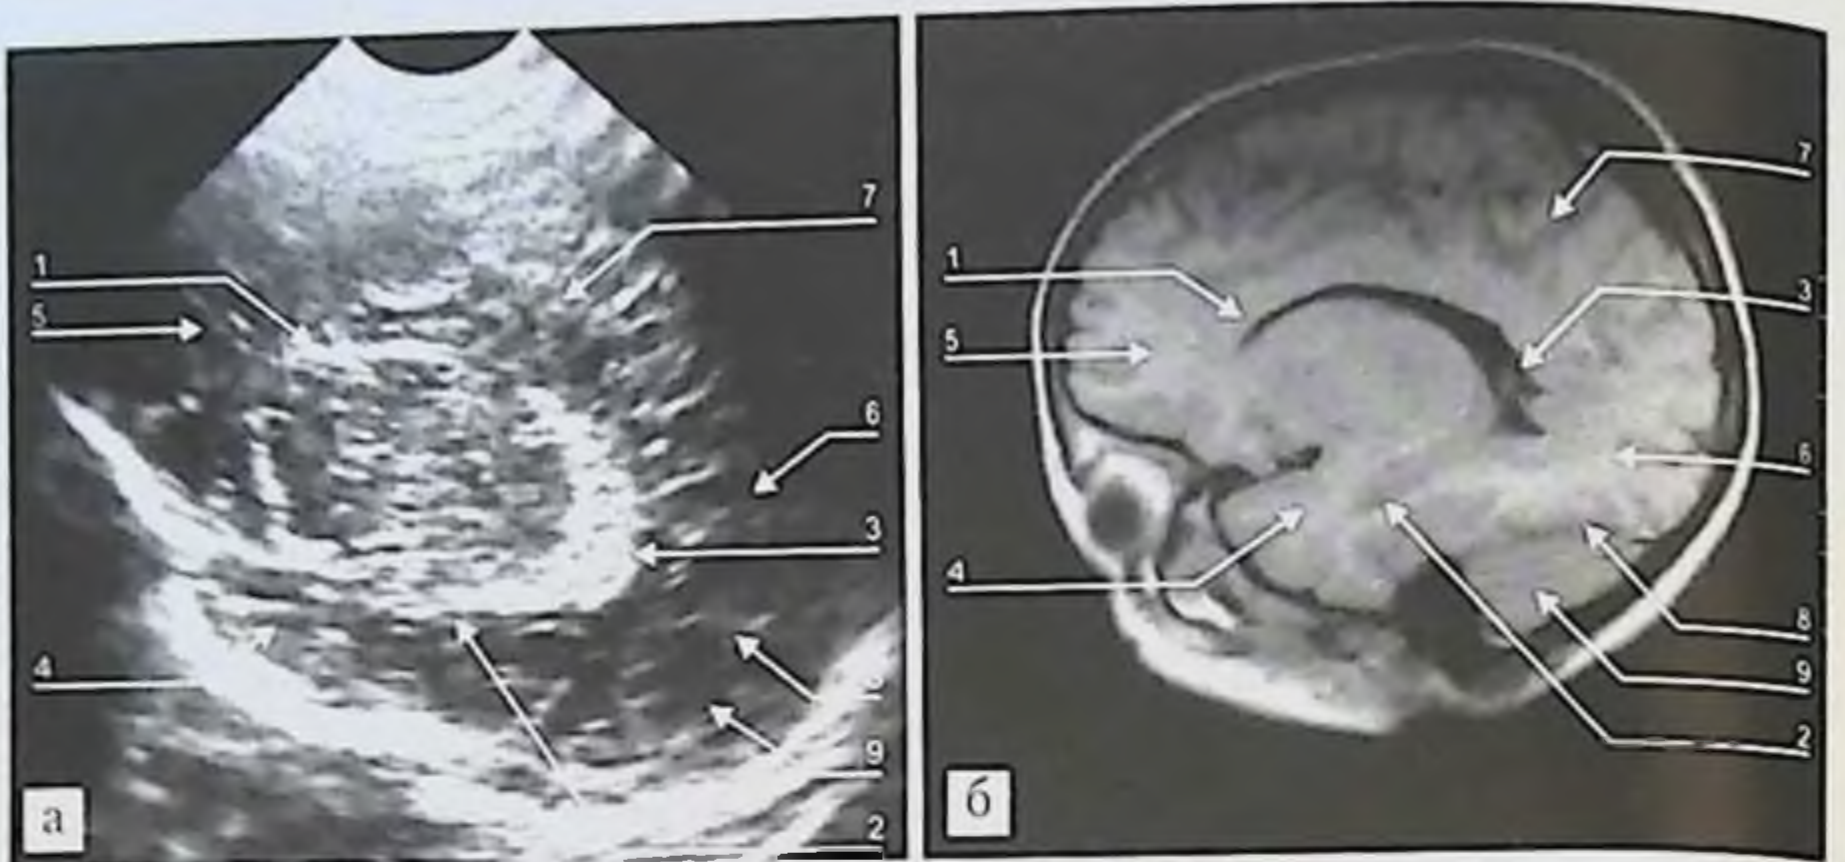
Идентификация элементов УС-изображения головного мозга в плоскости S2: *а* — УСГММ, плоскость сканирования S2; *б* — МРТ в сагиттальной плоскости, Т1-ВИ. 1 — передний рог бокового желудочка; 2 — сосудистое сплетение височного рога; 3 — клубок сосудистого сплетения; 4 — височная доля; 5 — лобная доля; 6 — затылочная доля; 7 — теменная доля; 8 — намет мозжечка; 9 — полушарие мозжечка.
